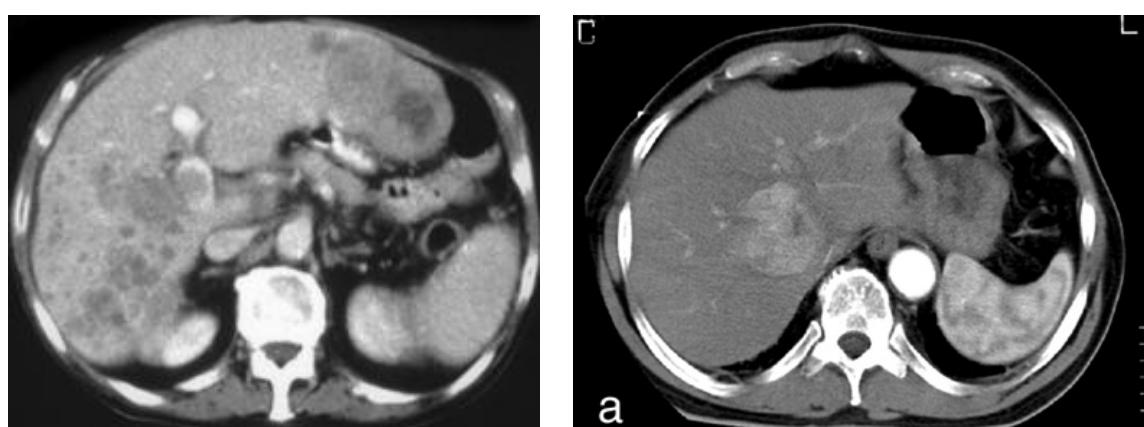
Hình ảnh điển hình của HCC (hình 3) trên CT:
